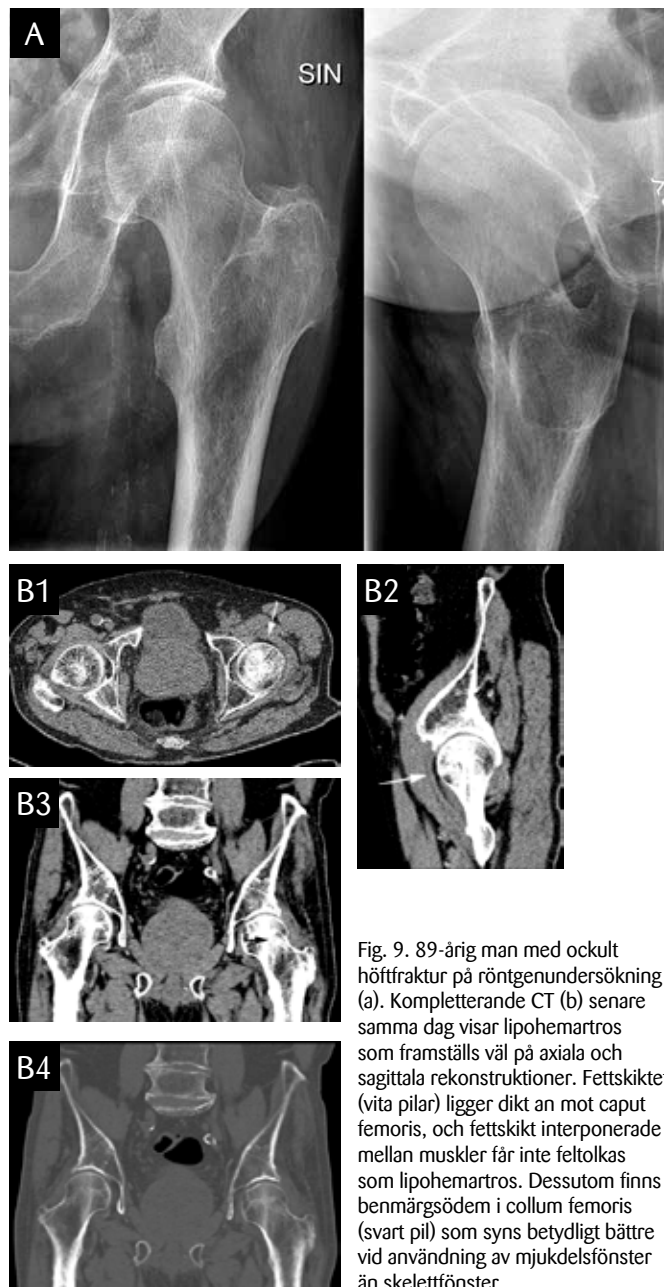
89-årig man med okult höftfraktur på röntgenundersökning (a). Kompletterande CT (b) senare samma dag visar lipoheamartros som framställs väl på axiala och sagittala rekonstruktioner. Fettskiktet (vita pilar) ligger dikt an mot caput femoris, och fettskikt interponerade mellan muskler får inte feltolkas som lipoheamartros. Dessutom finns benmärgsödem i collum femoris (svart pil) som syns betydligt bättre vid användning av mjukdelsfönster än skelettfönster.
